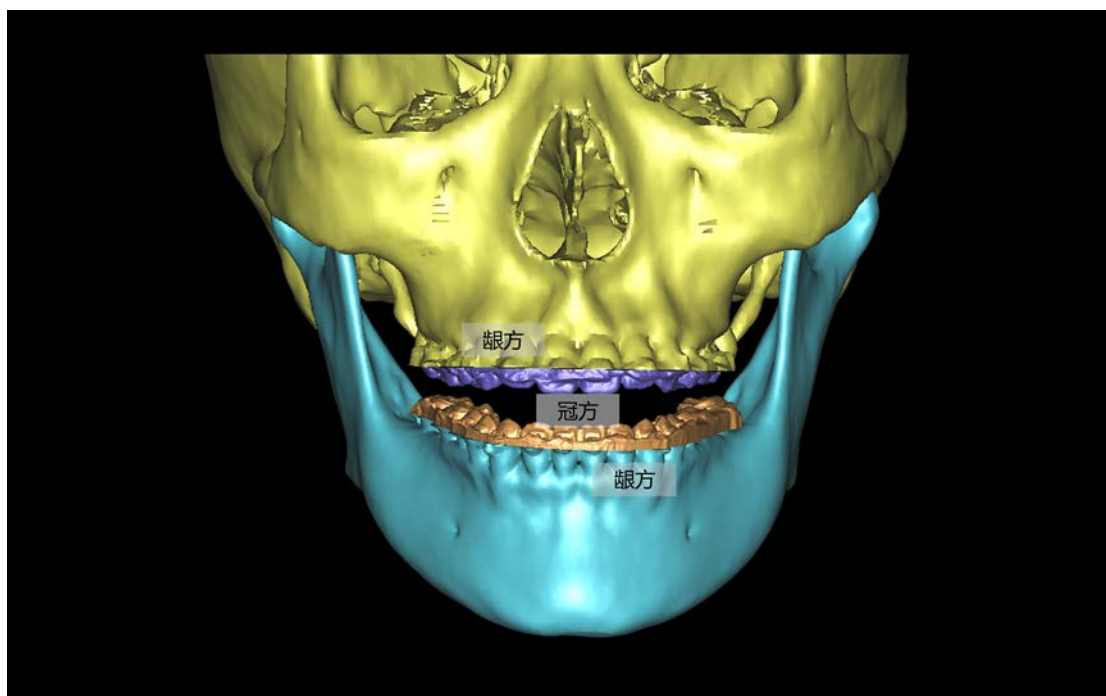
配准后的模型，托槽冠方区域使用激光扫描信息，龈方使用 CT 扫描信息
